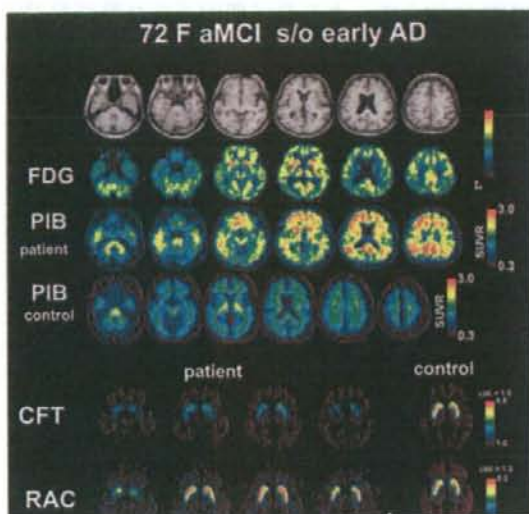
Amnesic MCI で臨床的に早期アルツハイマー病が疑われた症例。PiB-PET は陽性で、FDG-PET では側頭頂葉と後頭葉に代謝低下が認められた。この時点ではパーキンソン症状はなかったが、¹²³I-MIBG 心筋シンチで集積低下、¹¹C-CFT でドパミン節前機能低下を認め、DLB と診断された。
